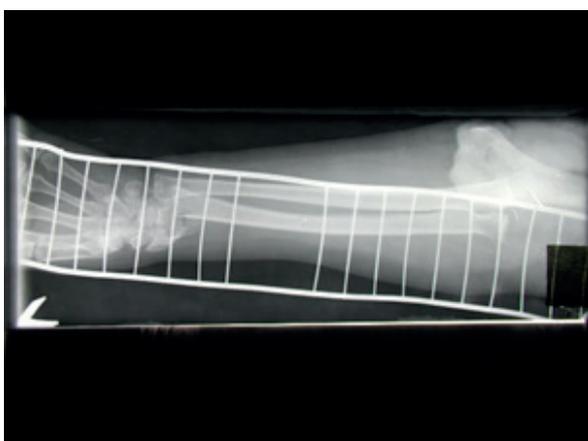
Рентгенография конечности в боковой проекции
